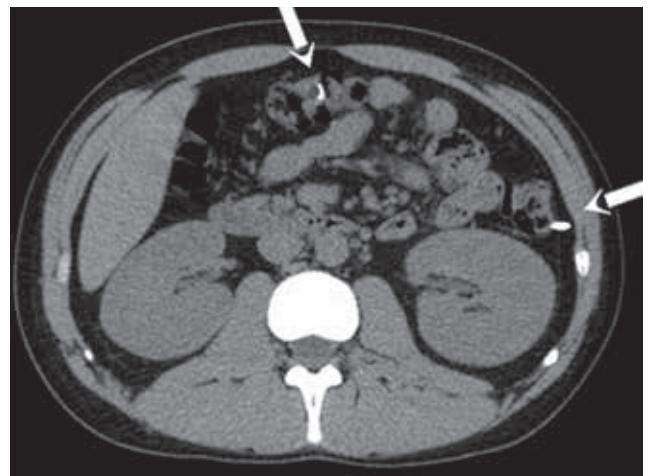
Пациент С., 24 лет. МСКТ живота (ртуть указана стрелкой).
